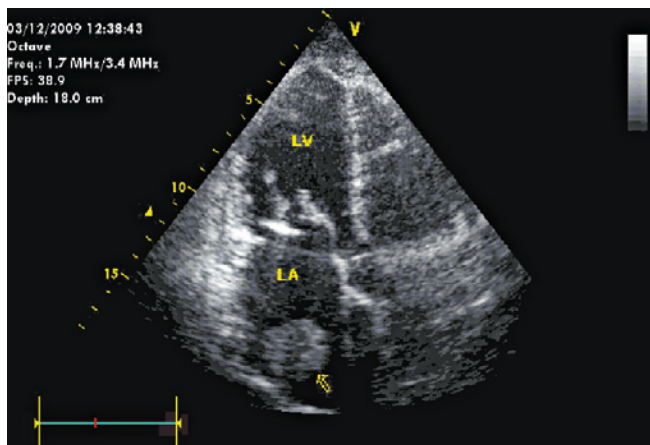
Трансторакальная эхокардиограмма. Стрелкой обозначен шаровидный тромб в ЛП (LA). LV — левый желудочек
